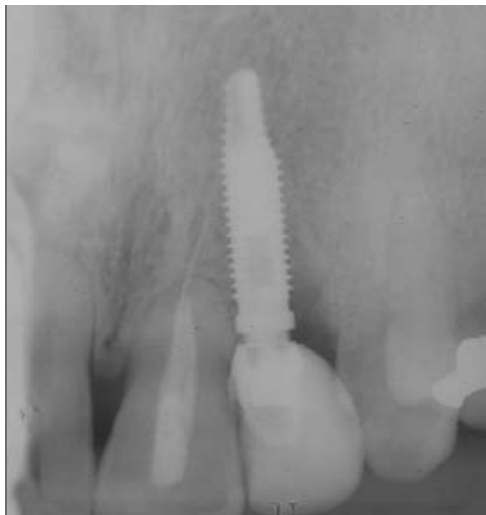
Radiografia periapical final
